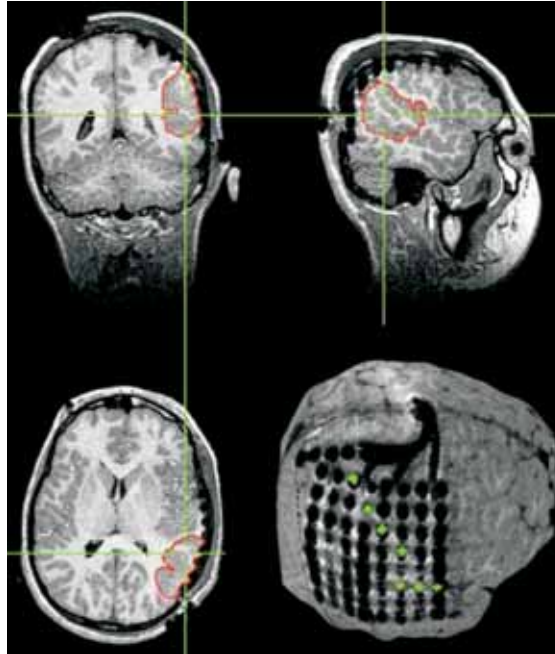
Control Postoperatorio con técnicas multimodales de resonancia cerebral volumétrica para definir ubicación de la malla con relación a la lesión productora de las crisis, en este caso una displasia cortical focal.
